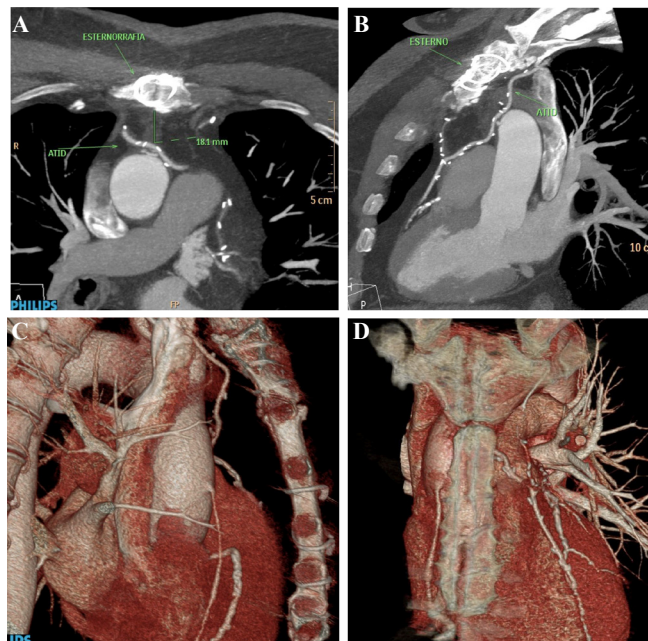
(A, B, C e D) – Angiotomografia mostrando o posicionamento da artéria torácica interna direita evidenciando o distanciamento desta em relação ao esterno
